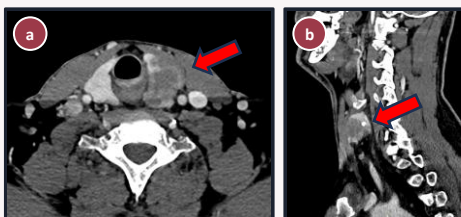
TC do pescoço nos planos axial (a) e sagital (b) demonstrando lesão heterogênea no lobo esquerdo da glândula tireoide, compatível com neoplasia.
